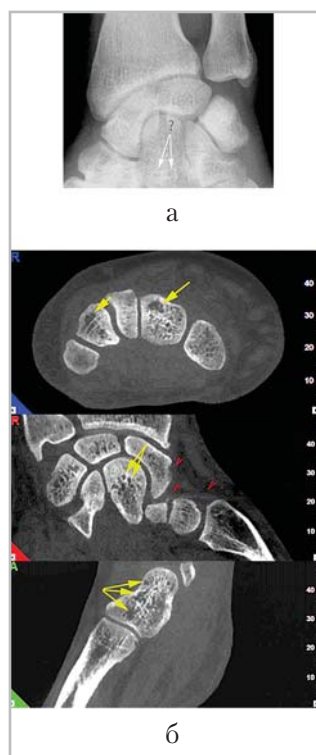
При цифровой стандартной рентгенографии лучезапястного сустава (а) убедительных данных о структурной перестройке костной ткани не получено, на мультиспиральных конусно-лучевых томограммах (б) определяются очаги разрежения от 1 до 6 мм, соответствующие кистозной перестройке губчатого вещества костей (желтые стрелки), мелкие (до 2 мм) эрозии суставных поверхностей, утолщение и обызвествление мест прикрепления ладонной запястно-пястной связки (головки красных стрелок)
